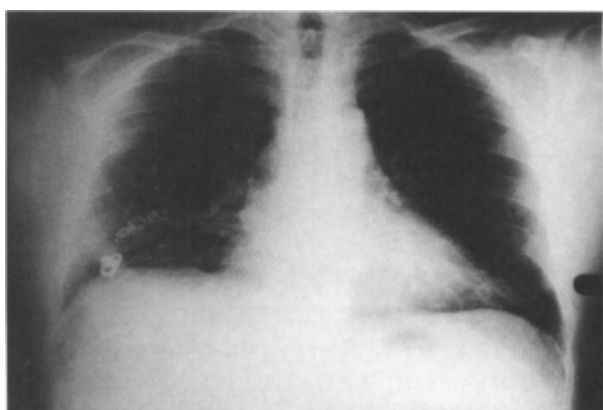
Radiografía simple posteroanterior de tórax donde se observan múltiples espirales metálicas en el campo pulmonar medio derecho como resultado de los intentos de embolización de la malformación arteriovenosa allí existente.
